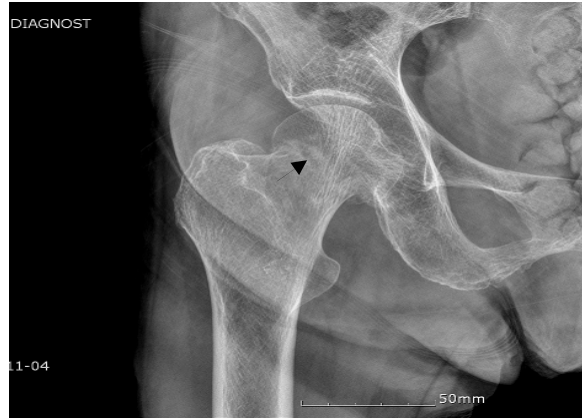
Femoral neck fracture in X-ray
